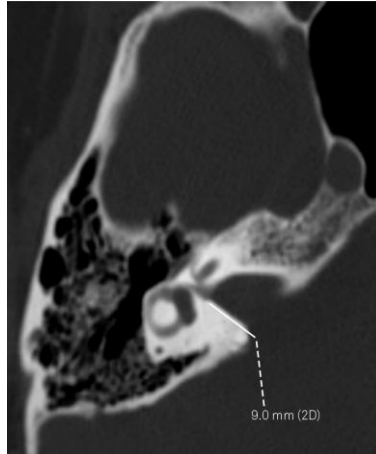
Mesure de la longueur du CAI (9 mm) sur TDM en haute résolution [43]
